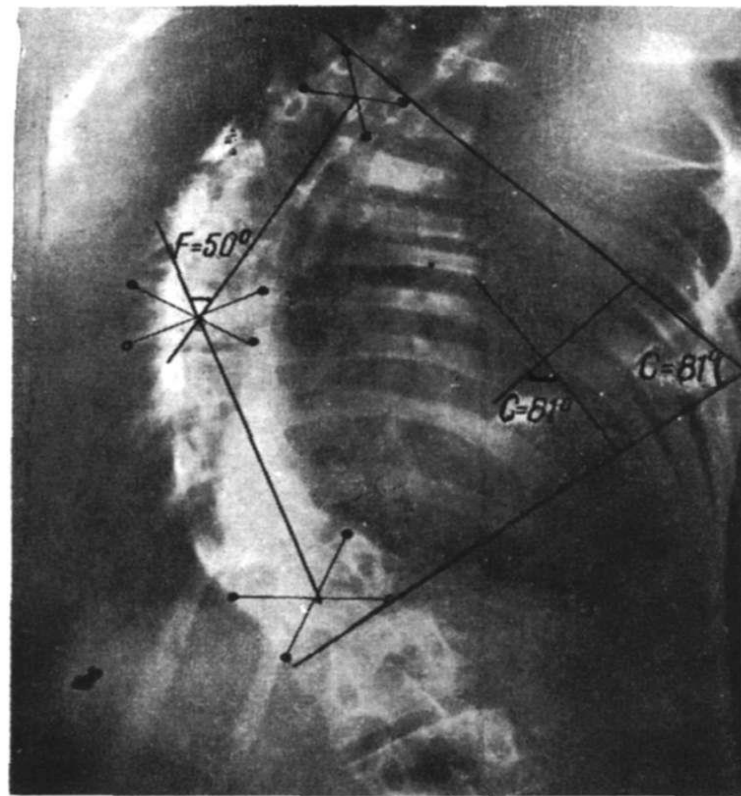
Măsurarea unghiului de înclinare a unei curburii scoliotice primare cu ajutorul metodelor Cobb (C) și Ferguson (F). Unghiul Cobb se poate măsura, în cazul în care liniile platourilor vertebrelor extreme nu se întâlnesc pe clișeul radiografic, la intersecția perpendicularelor duse de pe aceste linii.
